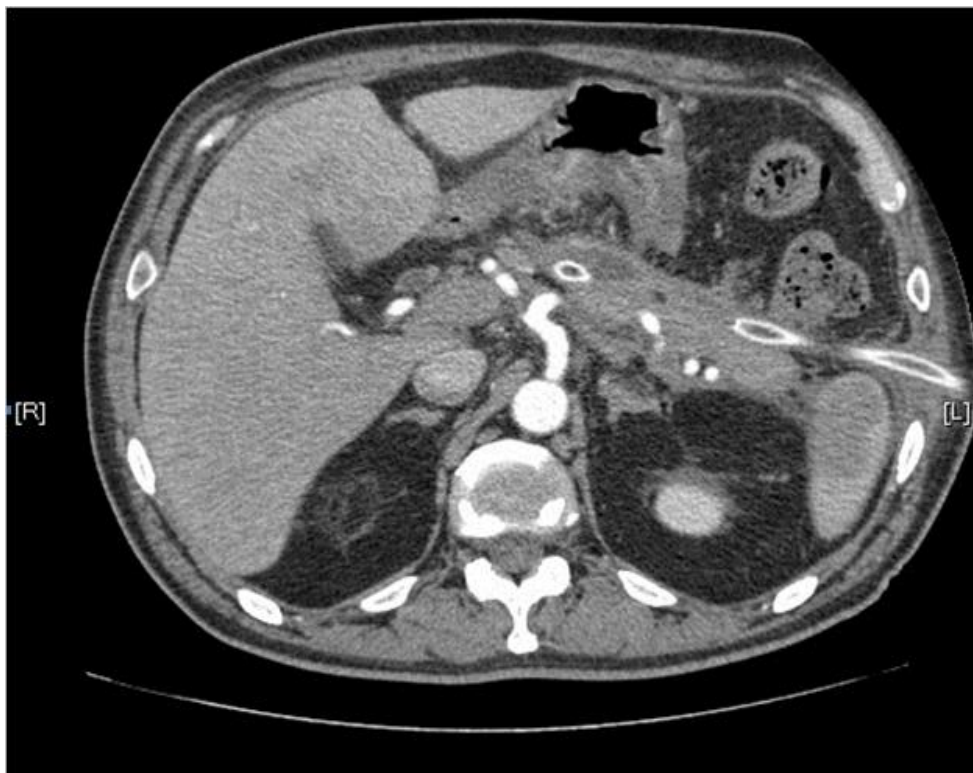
Комп'ютерно-томографічна семіотика інфікованого відмежованого вогнища некрозу головки і тіла підшлункової залози після відеоконтрольованої панкреатонексеквестрэктомії, санації та дренивання заочеревинного простору з використанням нефроскопа.
